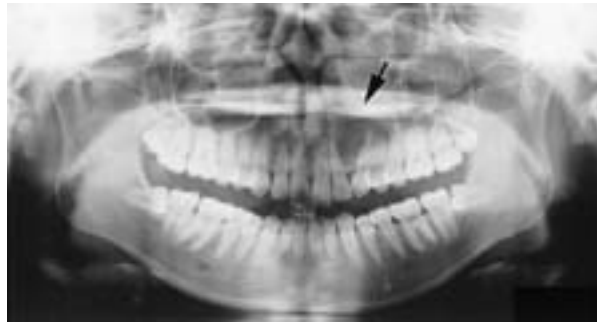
回転パノラマエックス線所見：上顎左側側切歯と犬歯歯根を離開する，嚢胞様X線透過像を認める。(矢印)
